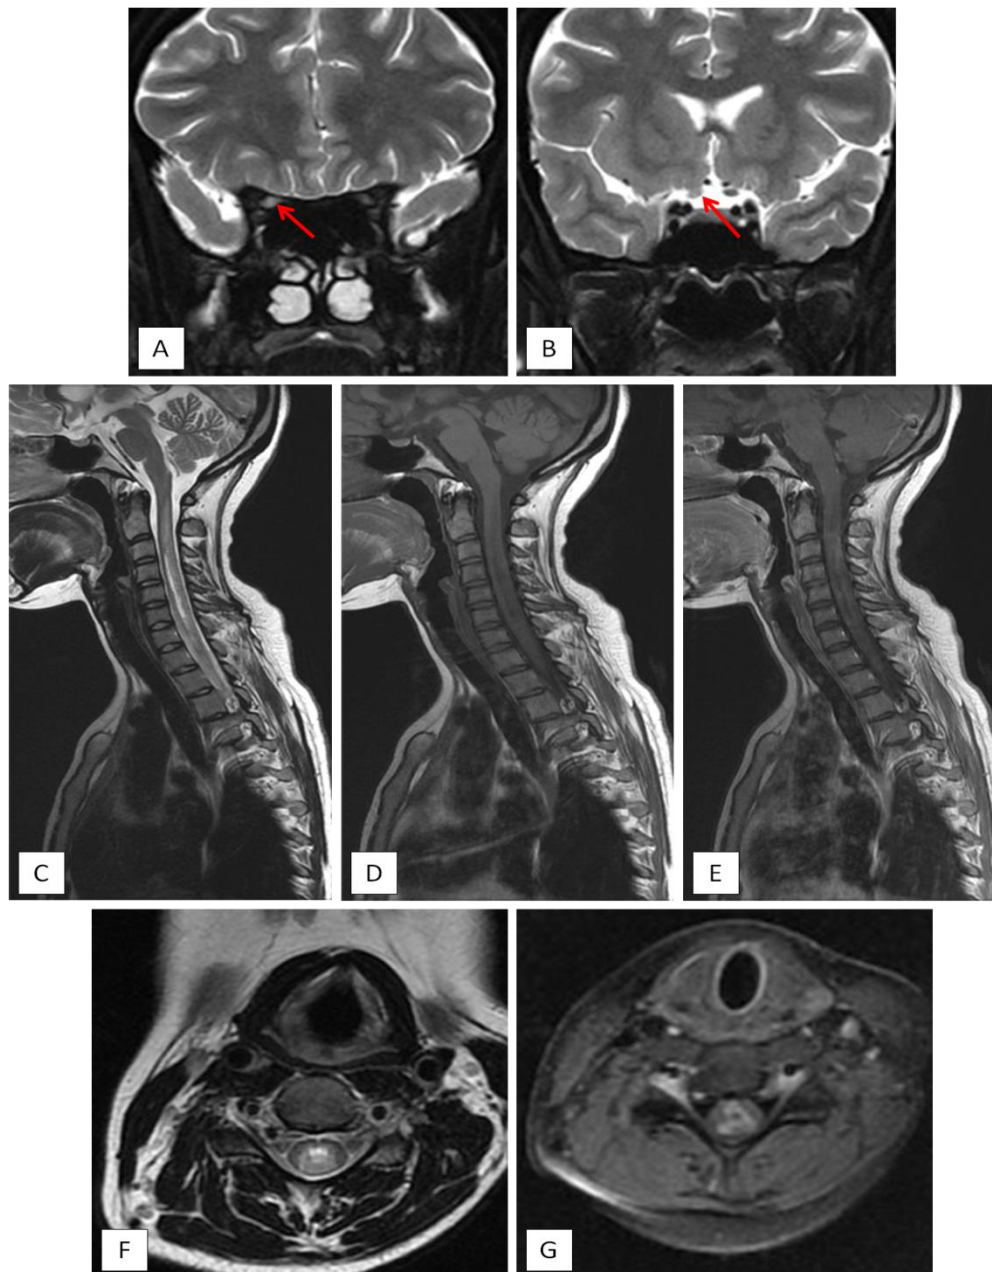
L'IRM cérébrale objective la présence d'un hypersignal en T2 (flèches rouges : coupe coronales : A, B) du nerf optique droit dans sa portion pré-chiasmatique et intracanaulaire qui est hypertrophié comparativement au côté controlatéral.
